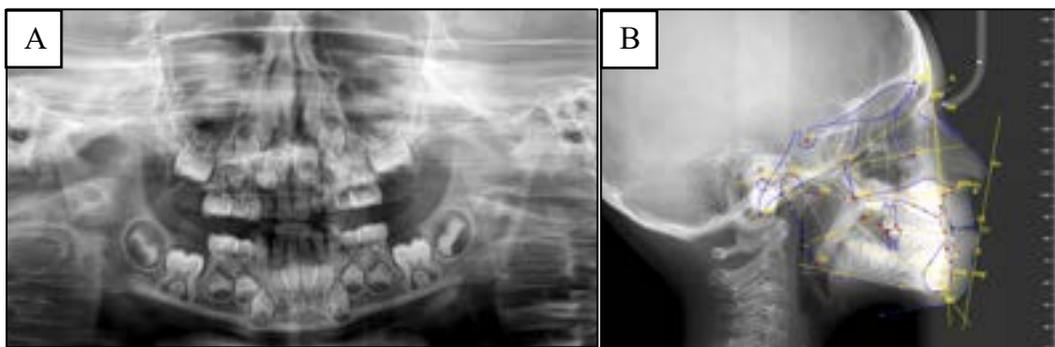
Auxiliares de diagnóstico. A) radiografía panorámica B) radiografía lateral de cráneo con trazado de Ricketts.
